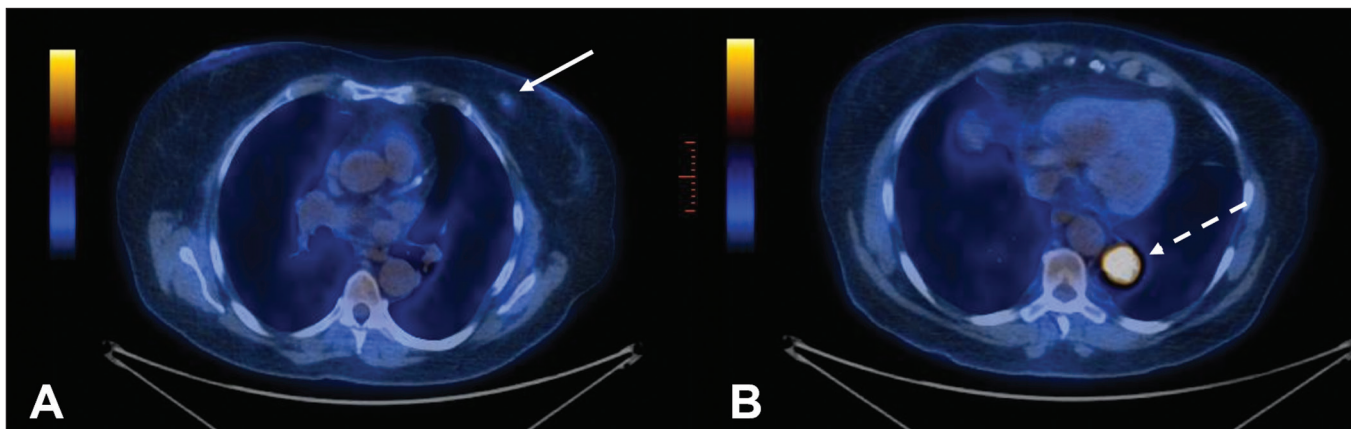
Paciente feminino, 71 anos, em investigação de tosse crônica. A,B: ¹⁸F-FDG PET/TC demonstrou alteração focal na mama esquerda (seta em A), confirmada como nódulo espiculado ao ultrassom, e lesão hipercaptante no lobo inferior do pulmão esquerdo (seta tracejada em B). Biópsia percutânea confirmou carcinoma ductal invasivo na mama esquerda e adenocarcinoma primário de pulmão.
